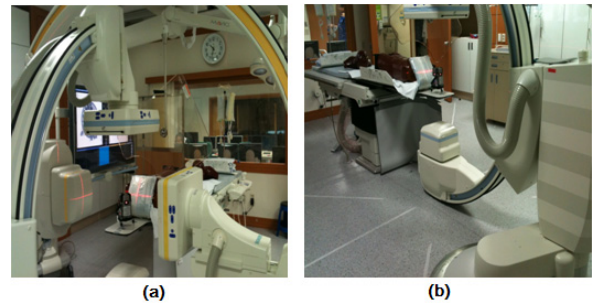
Neuro-interventional X-ray equipment (a) Cross center between two x-ray generators (b) Operator area for interventional procedure
